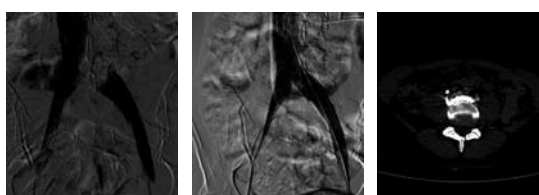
Stenting* de SMT (*sinusvein*), em doente do sexo feminino de 26 anos, com claudicação venosa incapacitante do membro inferior esquerdo: a) estenose/occlusão da VICE; b) flebografia de controlo após colocação de *stent* ilio-cava com resolução da lesão; c) controlo pós-operatório com TC, observando-se ausência de compressão da VICE
